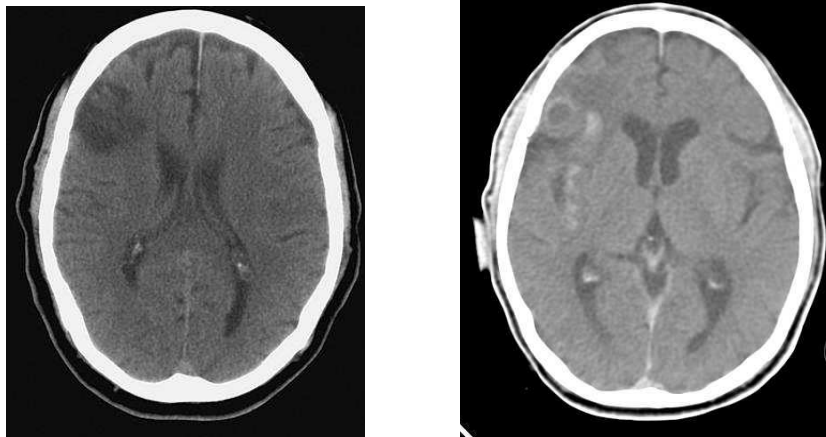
RM craneal con infarto isquémico a la izquierda y hemorrágico a la derecha.
